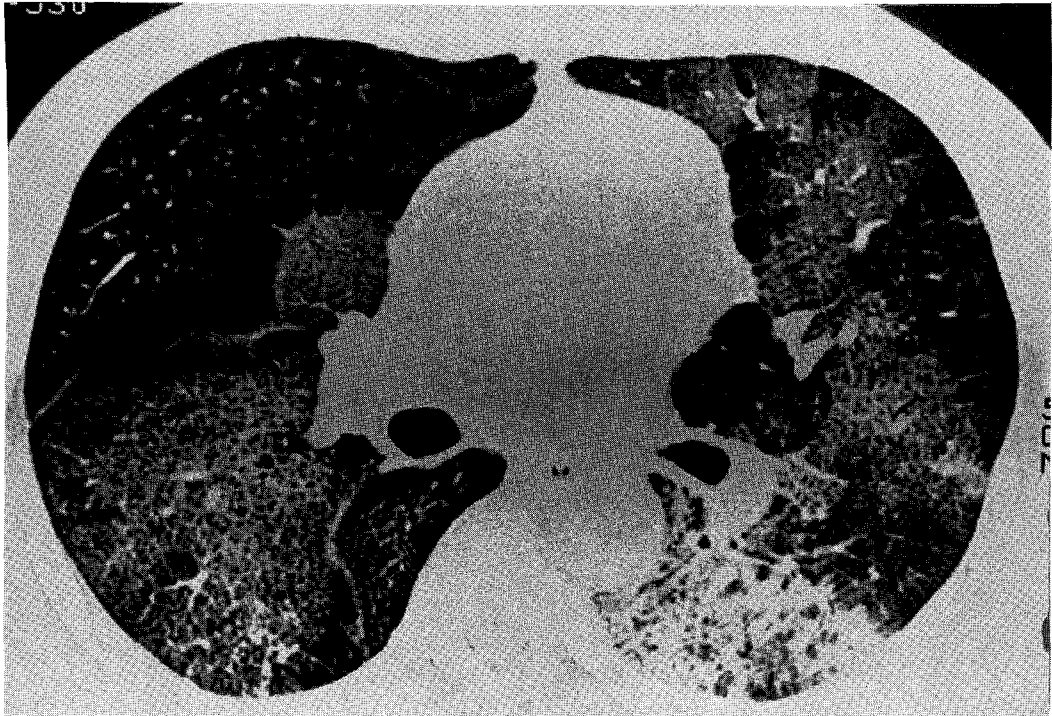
Thin-section CT scan demonstrated patchy areas of ground-glass attenuation in both middle and lower lung zones with interlobular and intralobular septal thickening.
